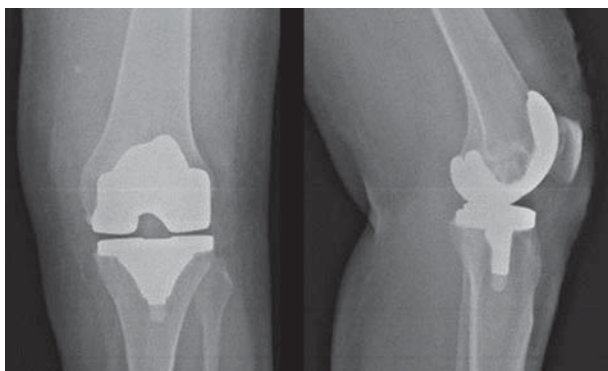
Radiografia do joelho de controle pós-operatório da artroplastia.
